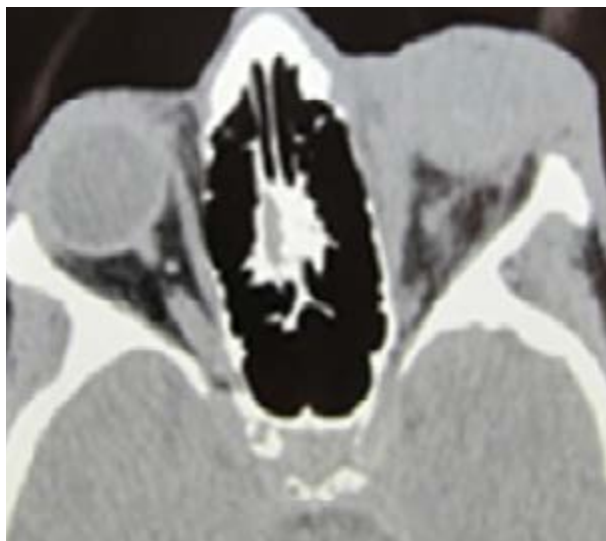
TC axial de órbitas
